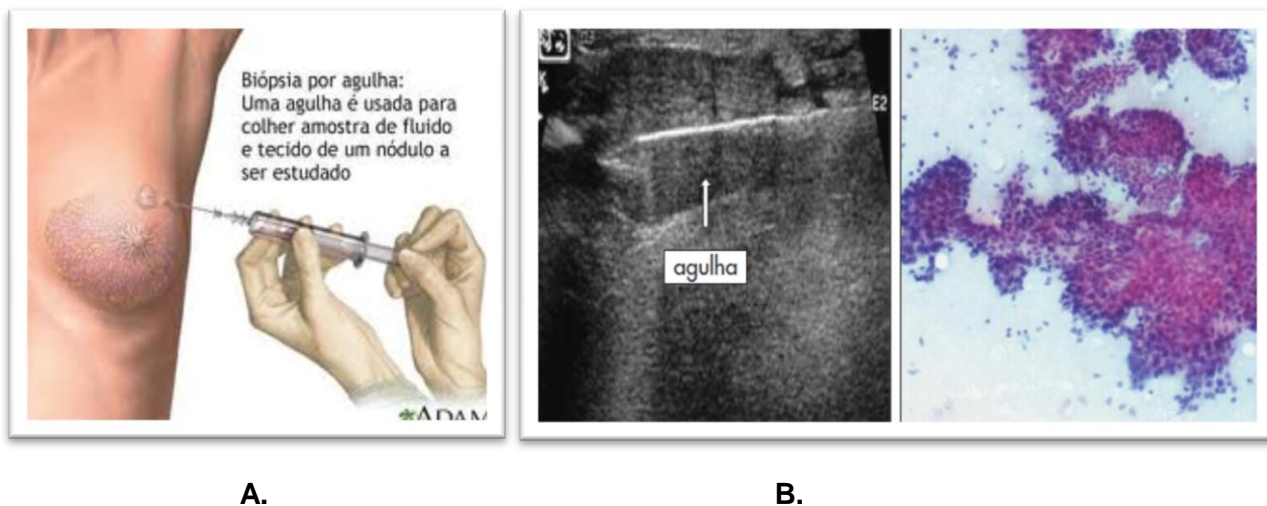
A. BAAF; B. BAAF guiada por ecografia (esquerda) e aspeto citológico arborescente característico, com projeções fibroepiteliais em dedo de luva (direita) (Imagem adaptada de [33]).
